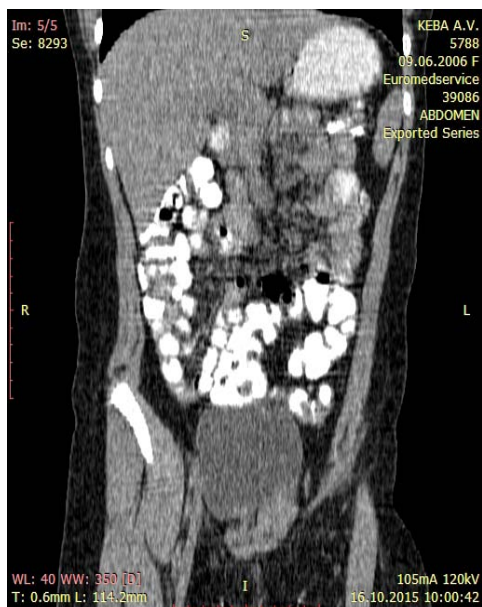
Доліхосігма, багатопетльовий варіант: А – СКТ; Б – іригограма, пряма проекція
